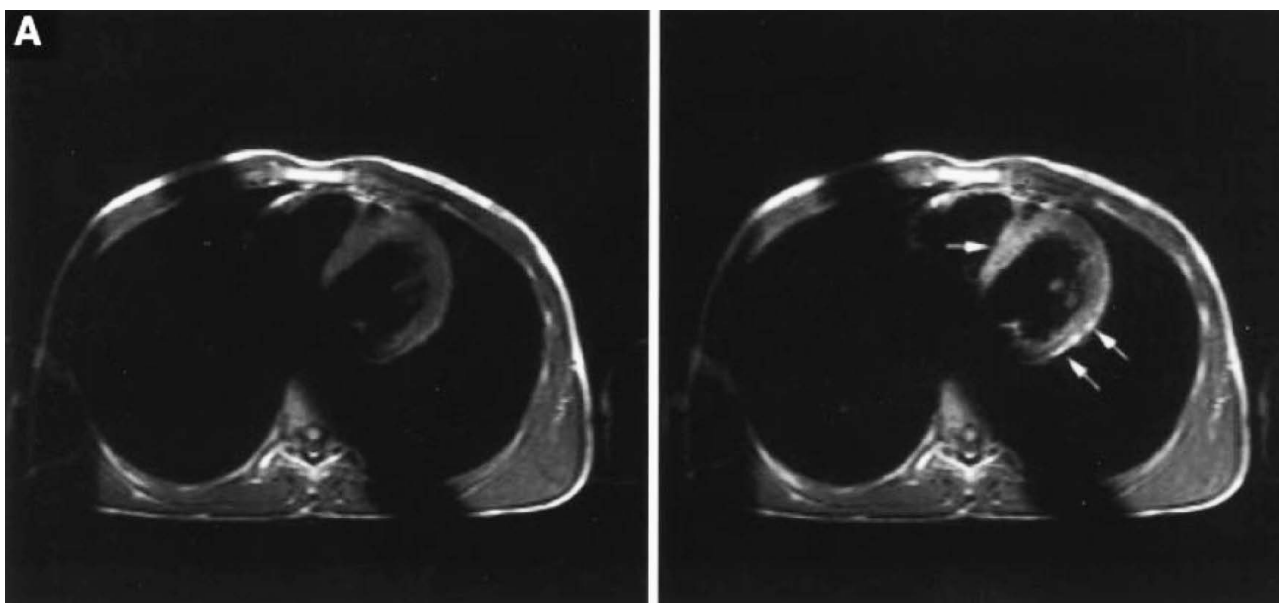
3А. МРТ сердца при миокардите, вторые сутки госпитализации
